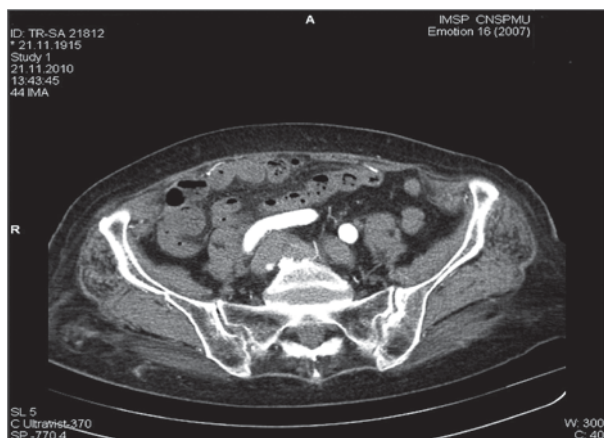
TC cu angiografie: pneumatoză intestinală.
